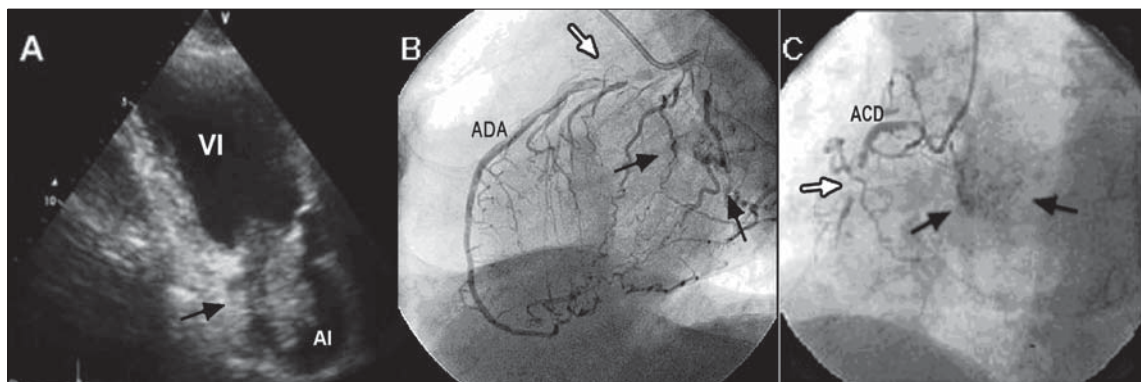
A. Ecocardiografía que muestra masa que protruye a través de la válvula mitral hacia ventrículo izquierdo (Flecha). B y C. Coronariografía que muestra lesiones coronarias (Flechas blancas) y masa tumoral móvil contrastada en aurícula izquierda (Flechas negras). (VI: Ventrículo izquierdo; AI: Aurícula izquierda; ADA: Arteria coronaria descendente anterior; ACD: Arteria coronaria derecha).
